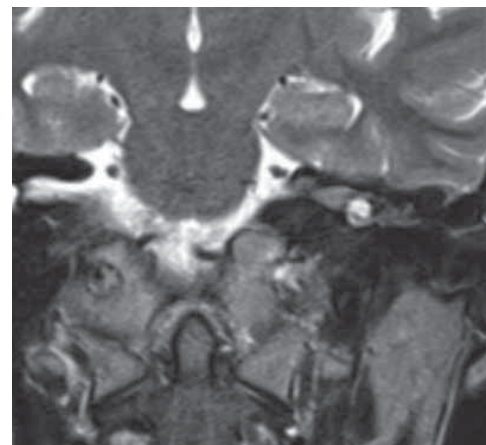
Магнитно-резонансная томография головы пациентки 23 лет, коронарная проекция, T2-режим. Выявлен изоинтенсивный сигнал от опухолевого образования (та же пациентка)
